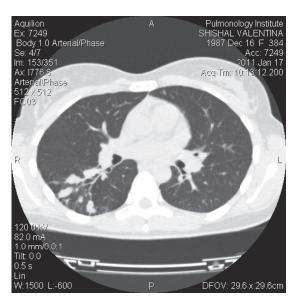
Аксиальный срез МСКТ, больной Ш.
